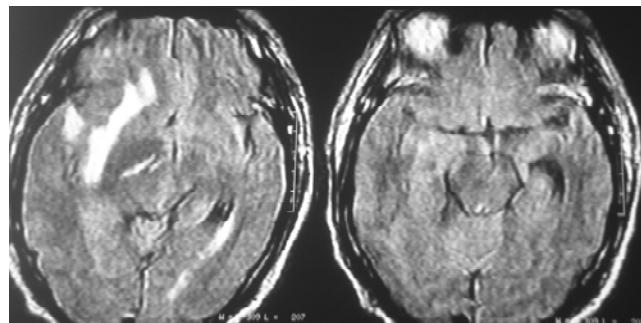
Hernia de uncus en IRM.
